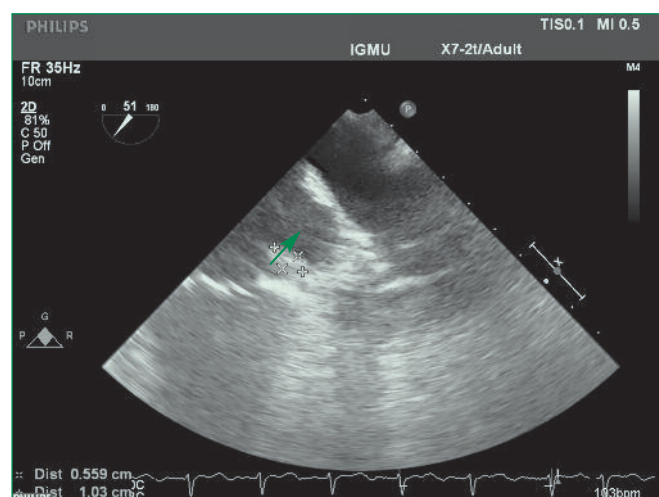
Thrombus in the left atrial appendage (is indicated by an arrow). Transesophageal echocardiography (Apr 14, 2017)
